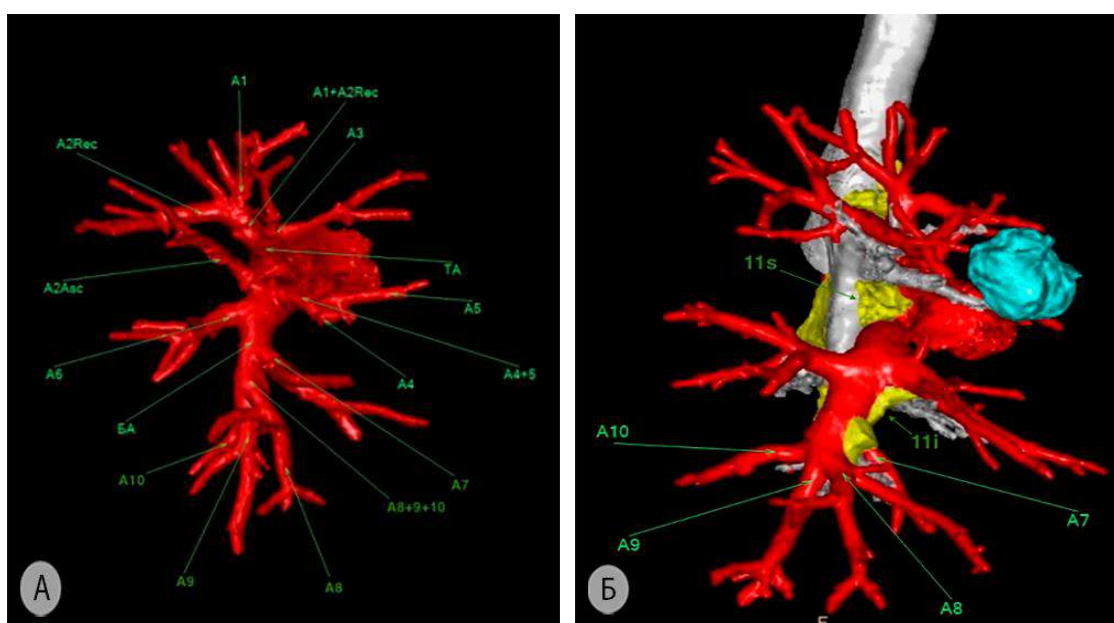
Структурная организация общей базальной артерии справа ($A^{7+8+9+10}$) (3D-реконструкция МСКТ-АГ) а – наиболее «типичный» вариант; б – отхождение базальных сегментарных артерий отдельными стволами. БА – общая базальная артерия; A^7 – медиальная базальная артерия; A^8 – передняя базальная артерия; A^9 – латеральная базальная артерия; A^{10} – задняя базальная артерия; A^{8+9+10} – общий ствол передней, латеральной и задней базальных артерий; 11s – верхние междолевые лимфатические узлы; 11i – нижние междолевые лимфатические узлы
